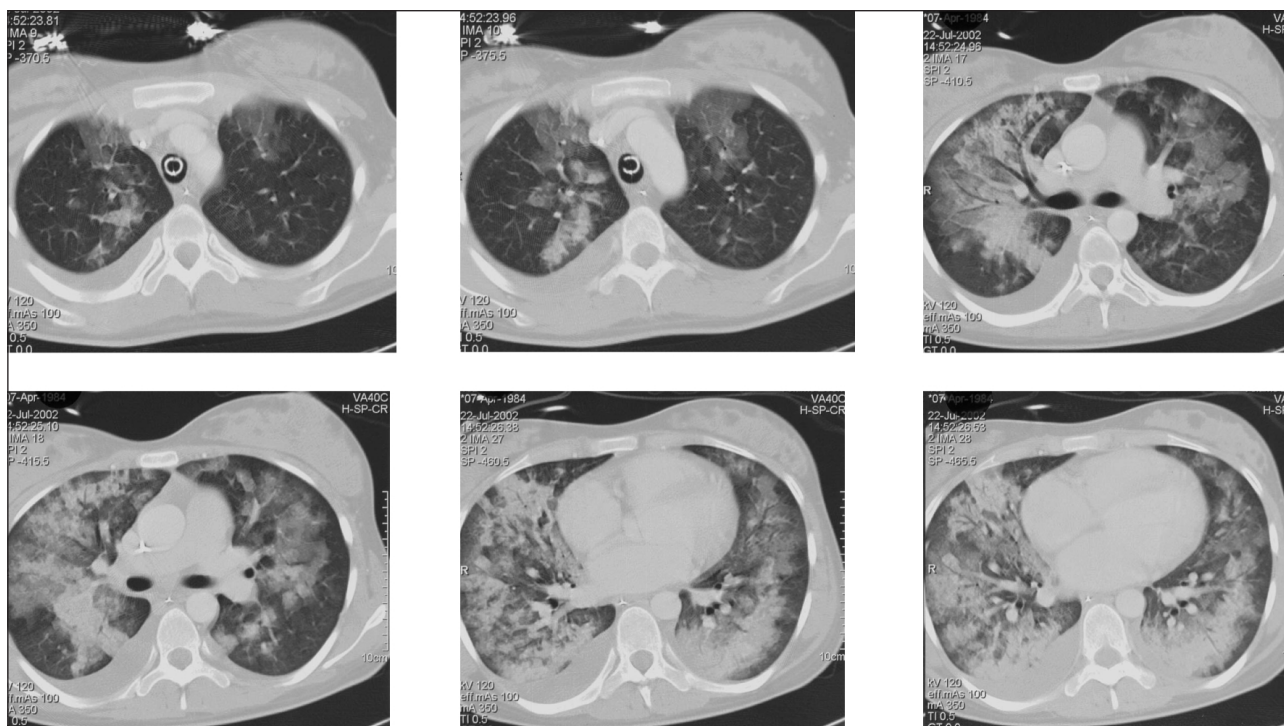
Computertomographische Befunde der Patientin mit peripartalem Lungenödem vom Aufnahmetag. Eindrucksvoll lassen sich luftgefüllte Bronchien in den kranialen Schnitten und flüssigkeitsgefüllte Bronchien in den basalen Lungenabschnitten differenzieren.
